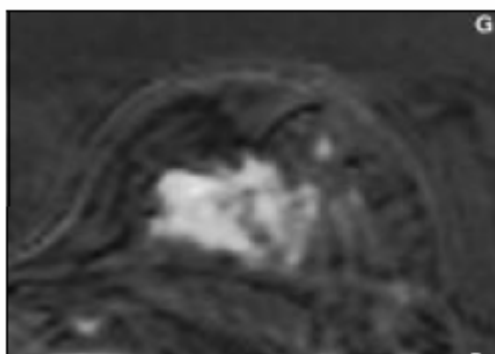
Cancer du sein à l'IRM avec prise intense du Gadolinium [97].
